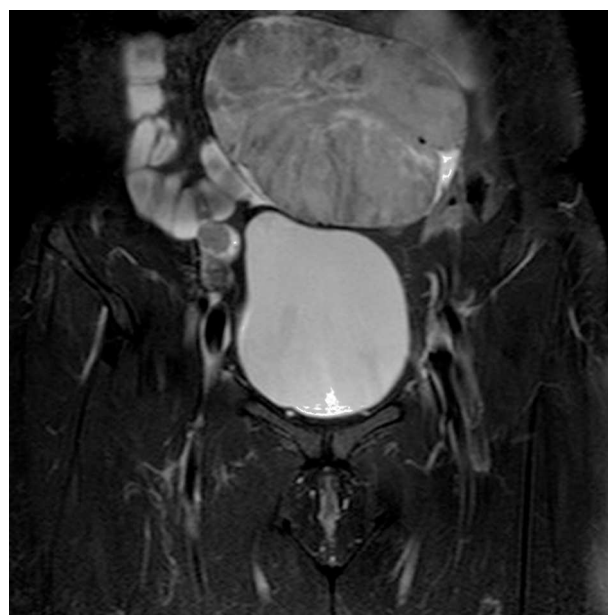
RMN: tumor sólido en relación con la vejiga.
